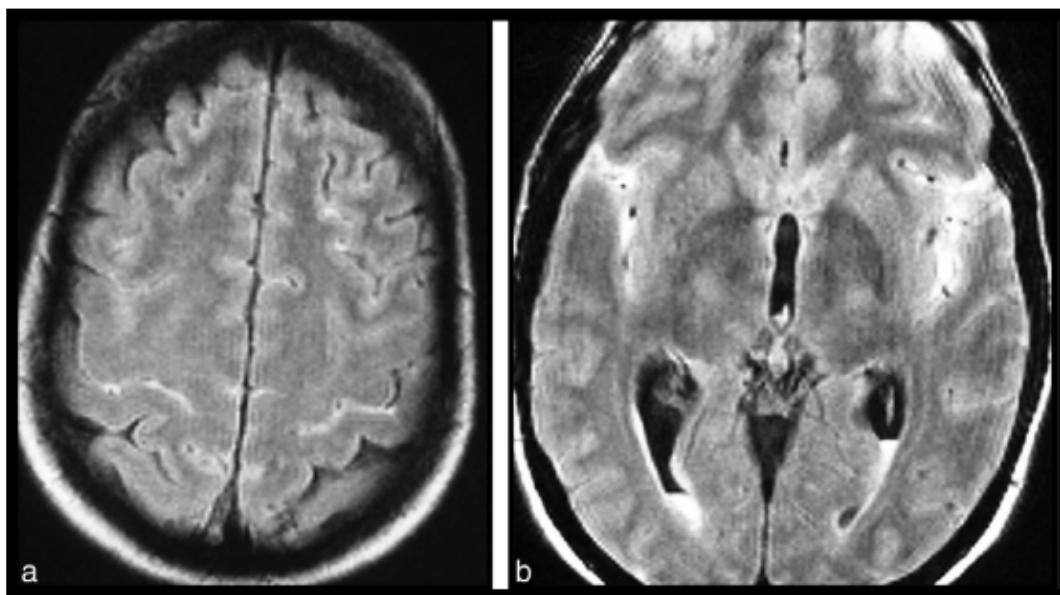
IRM cérébrale montrant une hémorragie méningée : hypersignal des espaces sous-arachnoïdiens. Noter la présence d'un niveau liquide de sang sédimenté dans les cornes occipitales.
